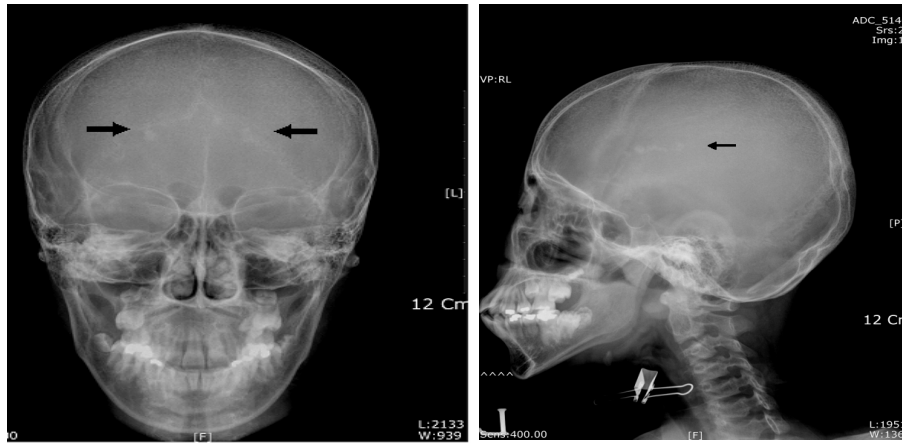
The skull X-ray findings. The abnormal calcifications (arrows) were observed.
